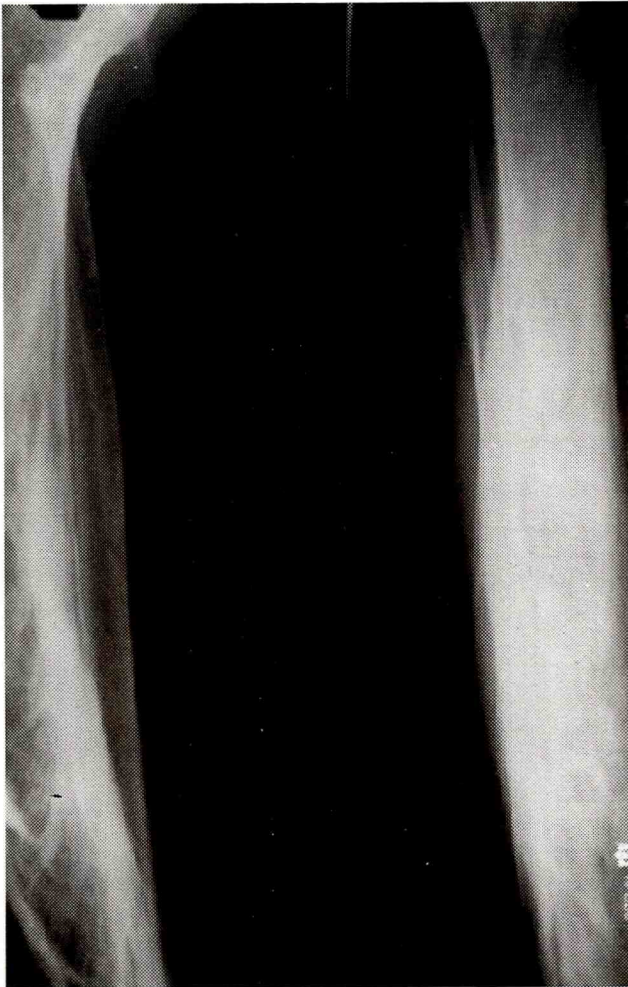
Radiografia da perna, vista de frente, com tibia em "cavaleiro" e fibula normal.
